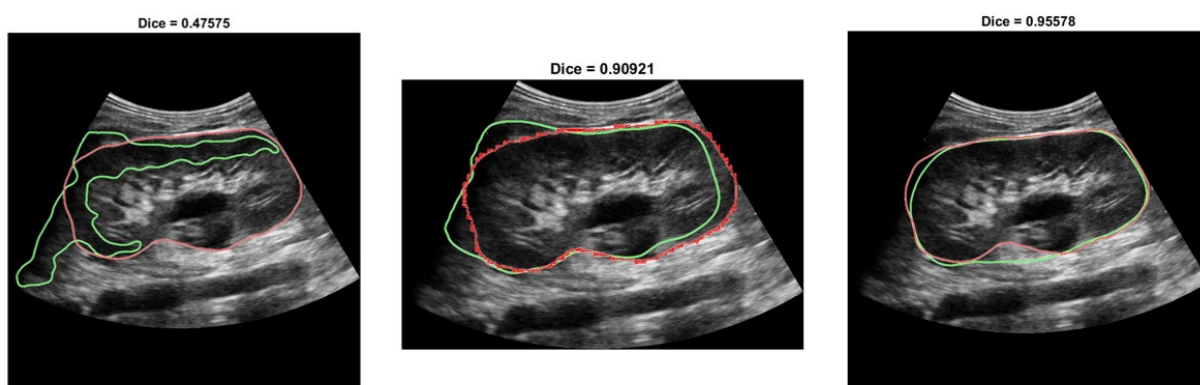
Ecografia 007 ottenuta con sonda Esaote Segmentazione manuale in rosso e automatica in verde. Sono stati applicati: metodi tradizionali (a sinistra), filtro match (al centro) e applicazione della U-Net (a destra). In alto è presente il relativo valore di coefficiente di Sørensen–Dice.
